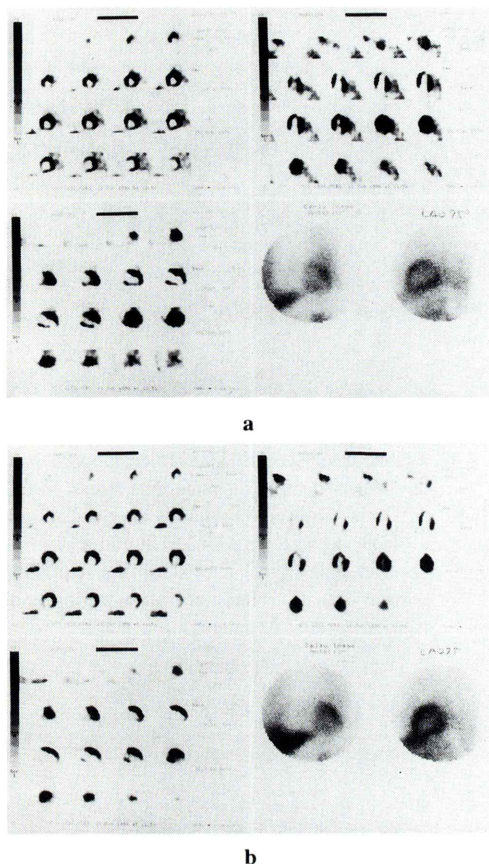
MIBG SPECT of normal 66-year old male case. 111 MBq of Iodine-123 MIBG was injected 3–6 hours after meal at rest. SPECT data was acquired 15 minutes (a) and 240 minutes (b) after injection by single headed camera with LEHR collimator in 40 minutes 180 degree data sampling. Uptake of posteroinferior wall is severely decreased.
